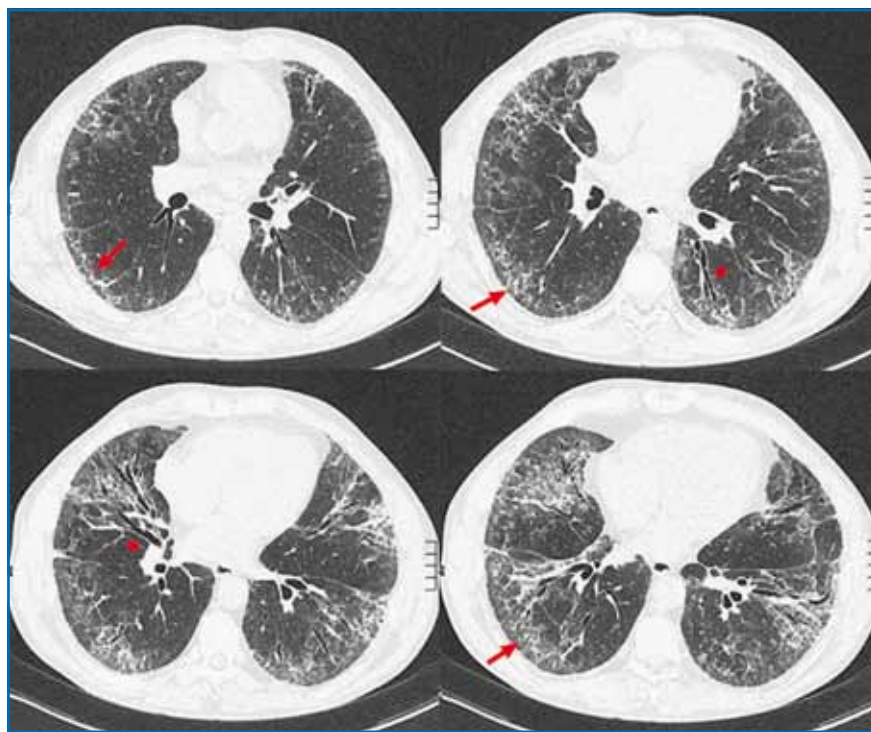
TDM-HR pulmonaire révélant des opacités en verre dépoli, des lignes intralobulaires (●) et des bronchectasies de traction (→) sans "rayon de miel" chez un patient de 56 ans suivi pour une sclérodémie systémique, anticorps anti-Scl-70 positifs.
